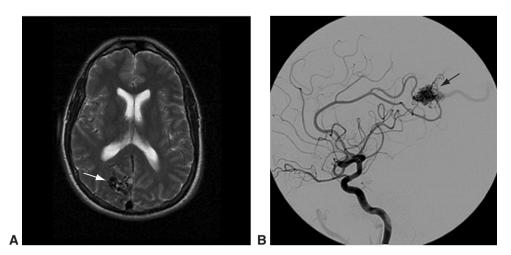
Malformation artérioveineuse occipitale. A. IRM axiale pondérée en T2 montrant une masse hypo-intense irrégulière (*flèche*) qui évoque une lésion vasculaire au niveau du lobe occipital. B. L'angiographie en vue sagittale confirme que la lésion est une malformation artérioveineuse (*flèche*). (*Remerciements au Dr Rod Foroozan.*)
